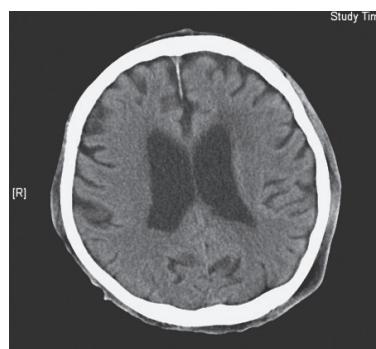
死亡1ヵ月前の頭部CT. 側脳室内にやや高濃度・粘稠な液体貯溜がみられ, 脳室炎が疑われる.
